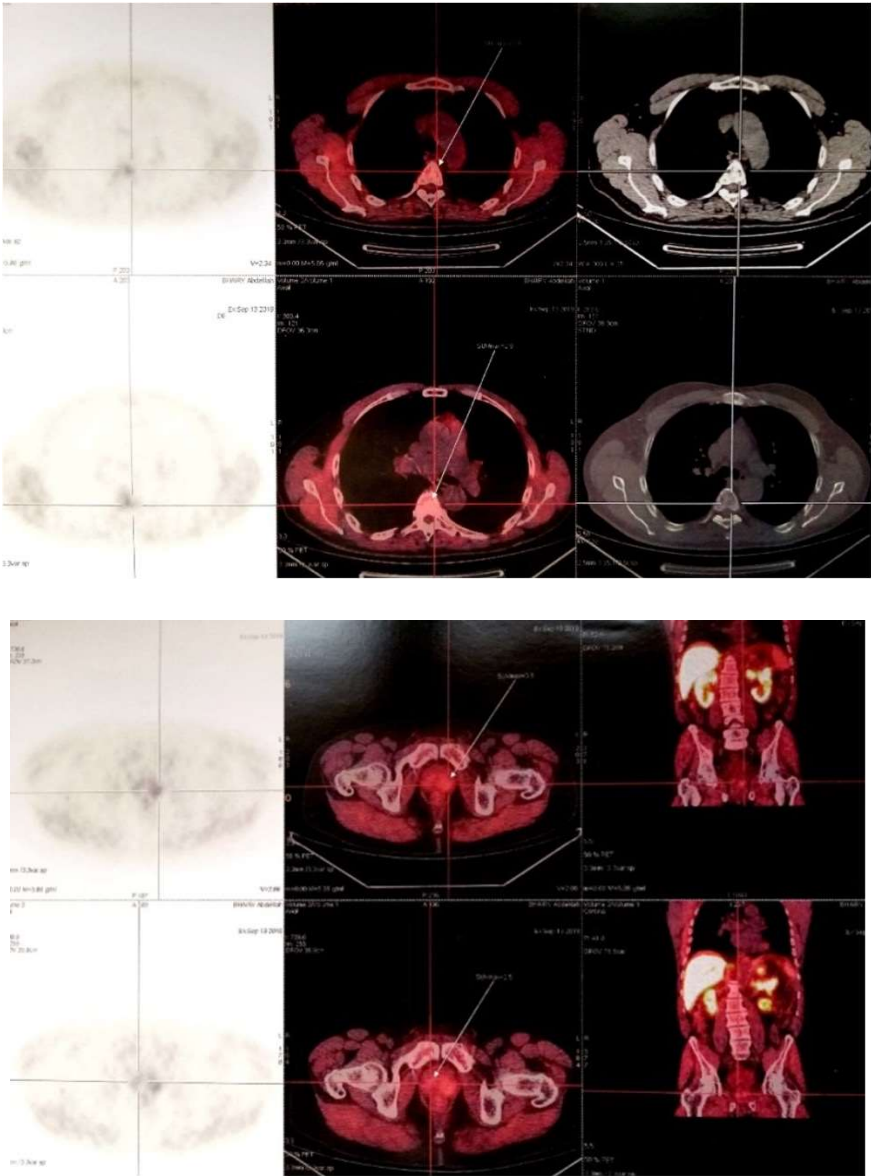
PET Scan montrant une fixation au niveau des deux lobes de la prostate, d'autres foyers hypermétaboliques au niveau des T5, T6, T7, T9 et T10.
